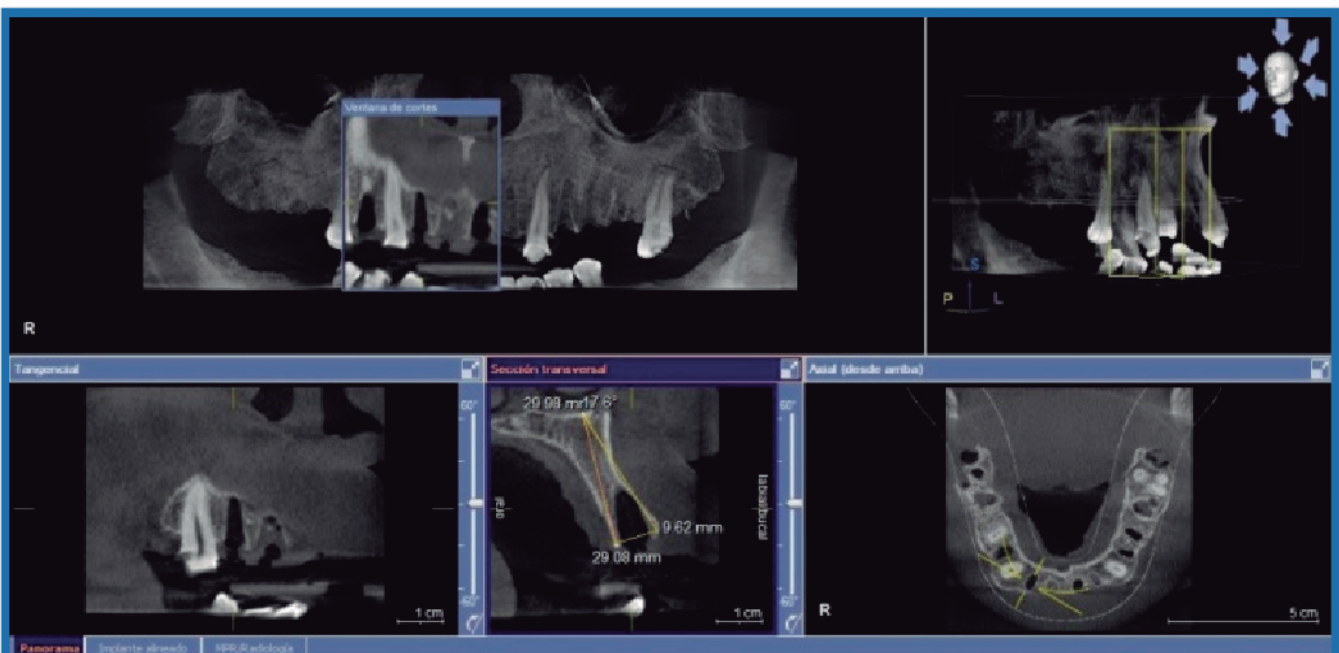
Tomografía Cone Beam. Mediciones a través de reparos anatómicos.
